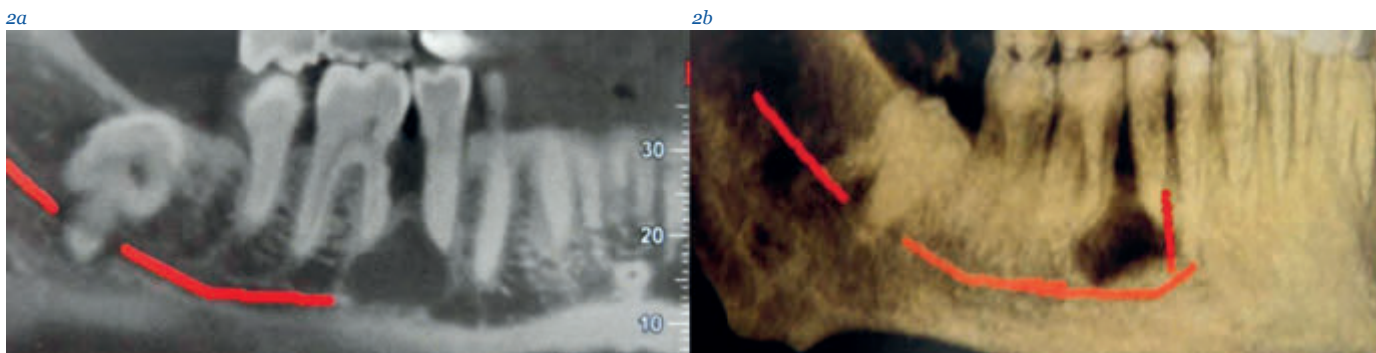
b a) TC Dental Scan che mostra il decorso del nervo alveolare inferiore. b) Lesione mandibolare in prossimità degli apici degli elementi 4.5 e 4.6
